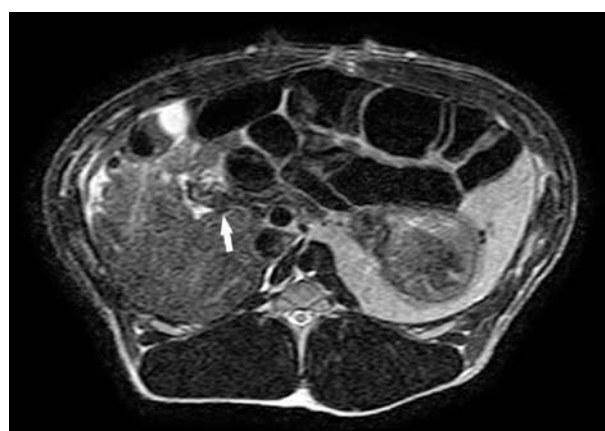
Imagen de RMN con la localización (flecha blanca) del modelo de tumor en la cabeza del páncreas (Modelo 2).
